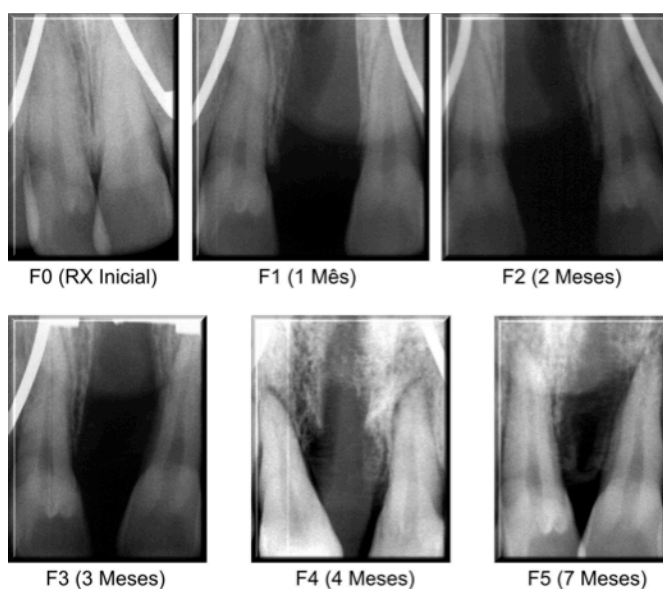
Radiografias digitais SPM anterior do paciente seis, nos tempos medidos no pré-operatório (F0), um mês pós-operatório (F1), dois meses (F2), três meses (F3), quatro meses (F4) e sete meses (F5) do grupo controle.
